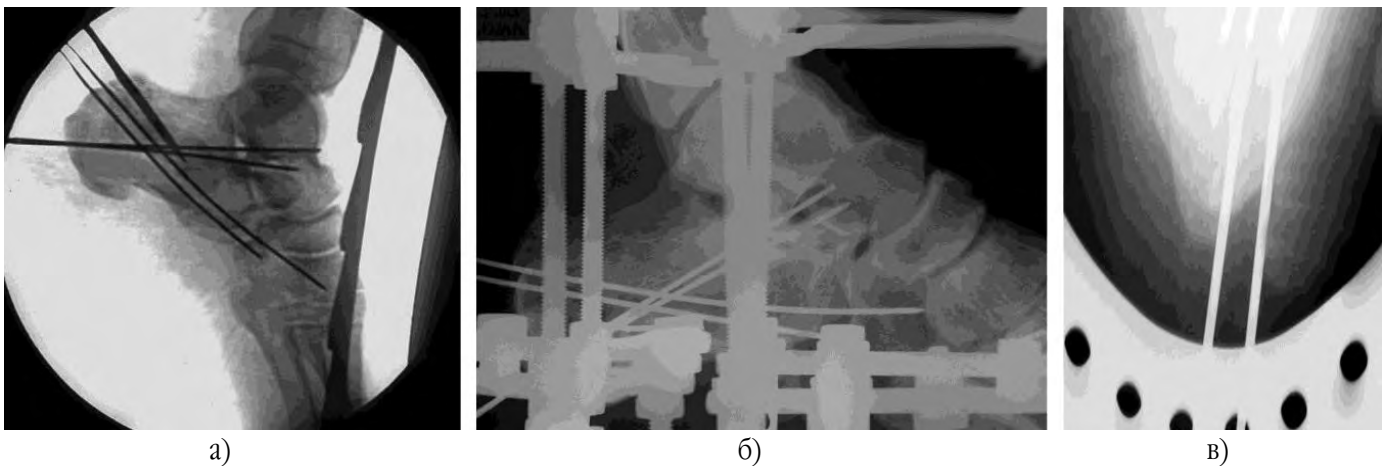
Контрольні результати репозиції ЕОП (а) та комбінованого остеосинтезу роздробленого перелому п'яткової кістки на боковій (б) та аксіальній (в) рентгенограмі
